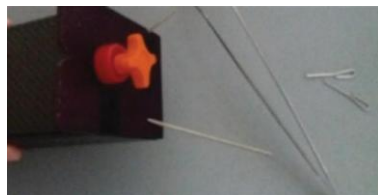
Fantom de aliniere PET/CT
